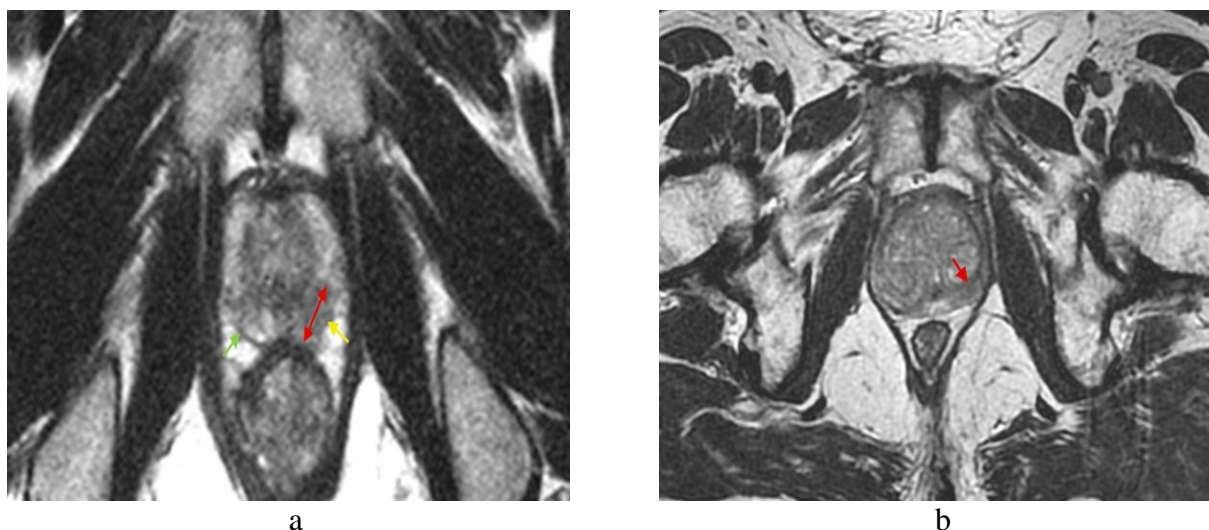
МРТ таза, трансверсальная плоскость, T2-ВИ
